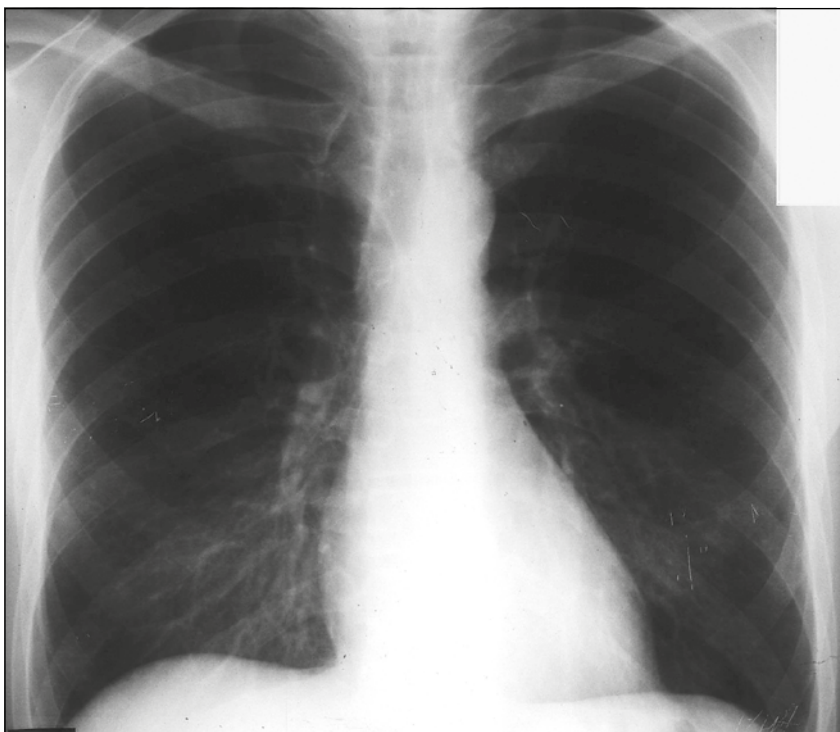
Рентгенография органов грудной клетки пациентки В.
